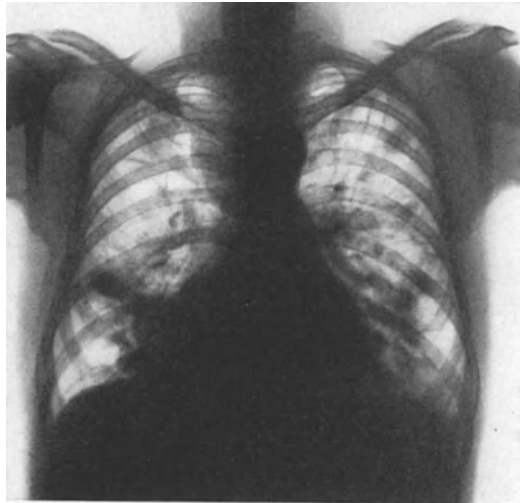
22 Röntgenbild der Lungenherde bei Lymphogranulomatose. (Aus der Medizinischen Klinik, Jena.)
